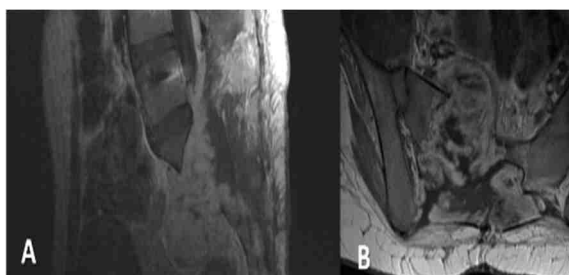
RM de columna lumbo-sacra post operatoria ponderada en T1 con contraste
